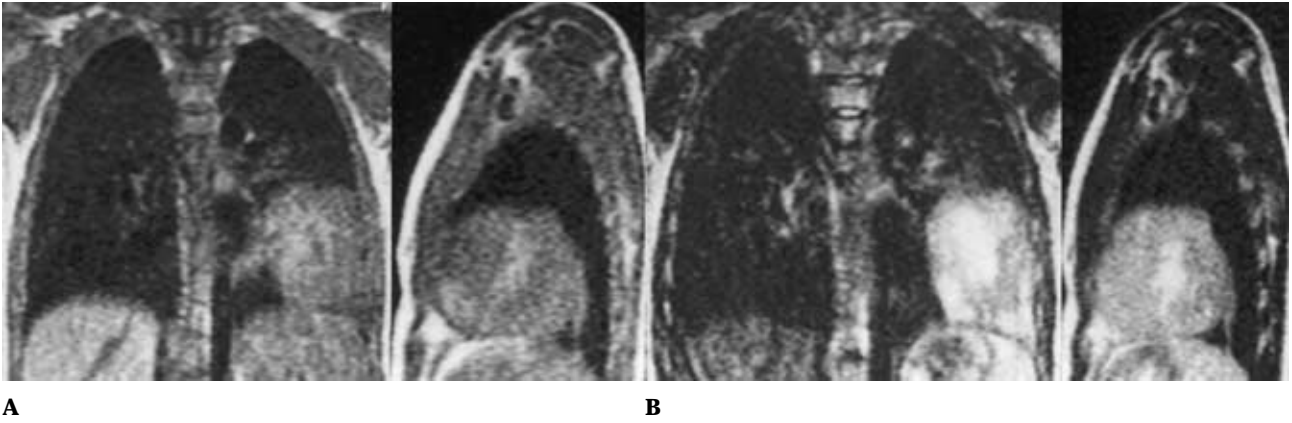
MR imaging (A: T1-weighted imaging, B: T2-weighted imaging) shows a mass shadow in the left lower lung field. The diaphragm, pericardium and thoracic wall are not invaded.
